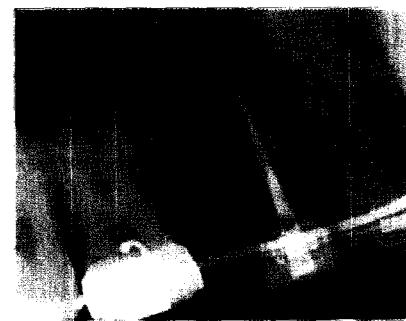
Preoperative radiographical view.
